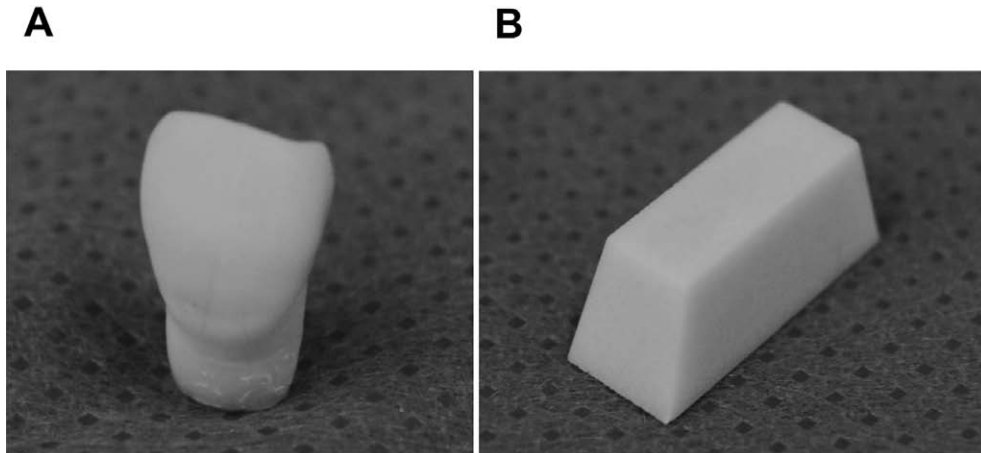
The shape of test pieces having CT values comparable to each tissue.
